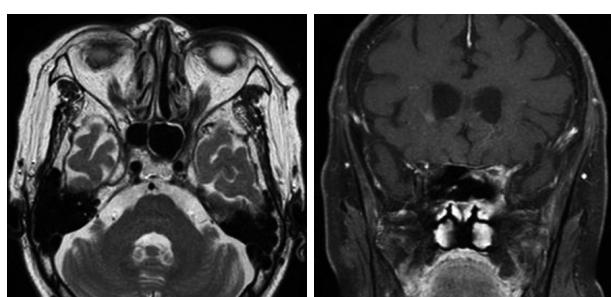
Postoperative magnetic resonance imaging shows disappeared soft tissue lesion in left sphenoid sinus. Inflammatory and edematous change was resolved in left orbit.
